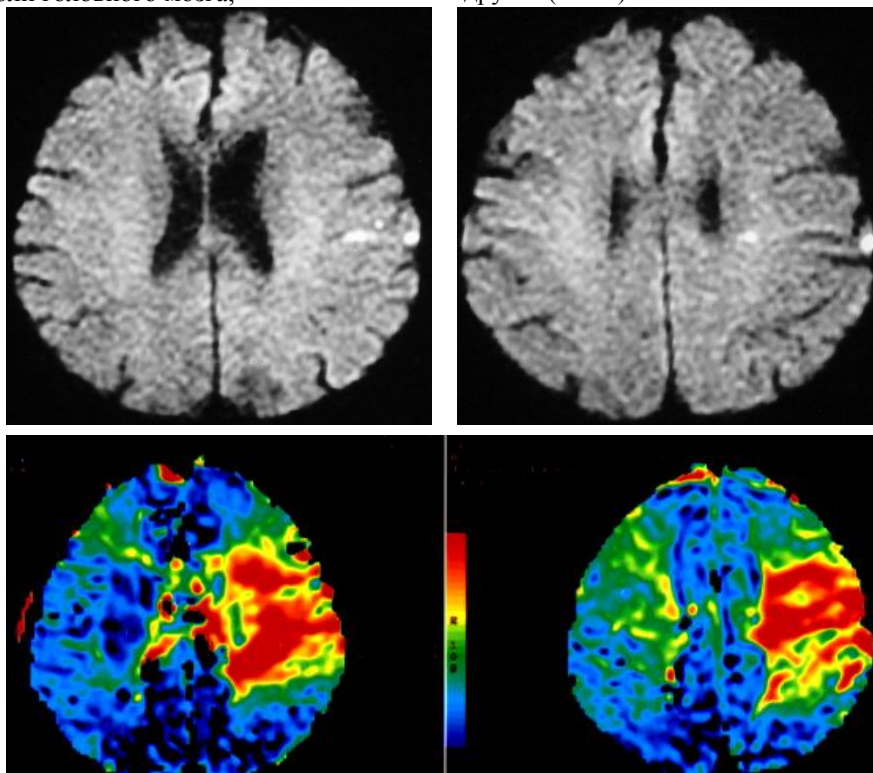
Ряд верхний перфузия (МТТ, нижний ряд)
